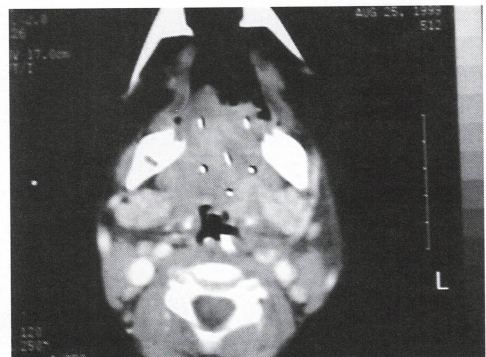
TAC de simulación con fuentes ficticias para planificación del tratamiento.
